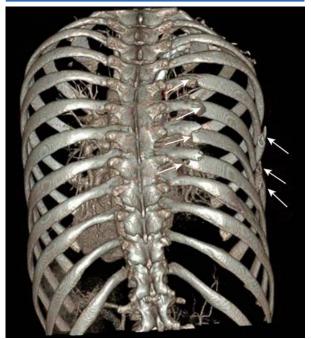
Reconstrucción de una tomografía computarizada torácica. Visualización del tórax inestable.
